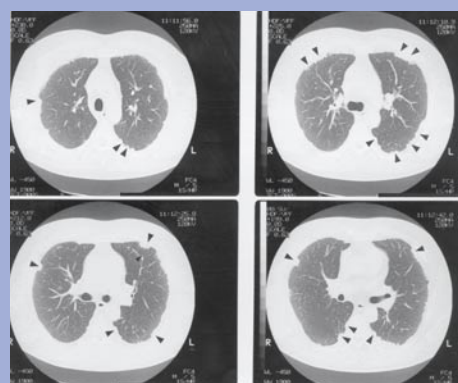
CT画像所見は胸壁に凸状および血上の胸膜斑がみられ、典型的な胸膜斑である(楔印)。石綿による肺病変は特にみられない。
